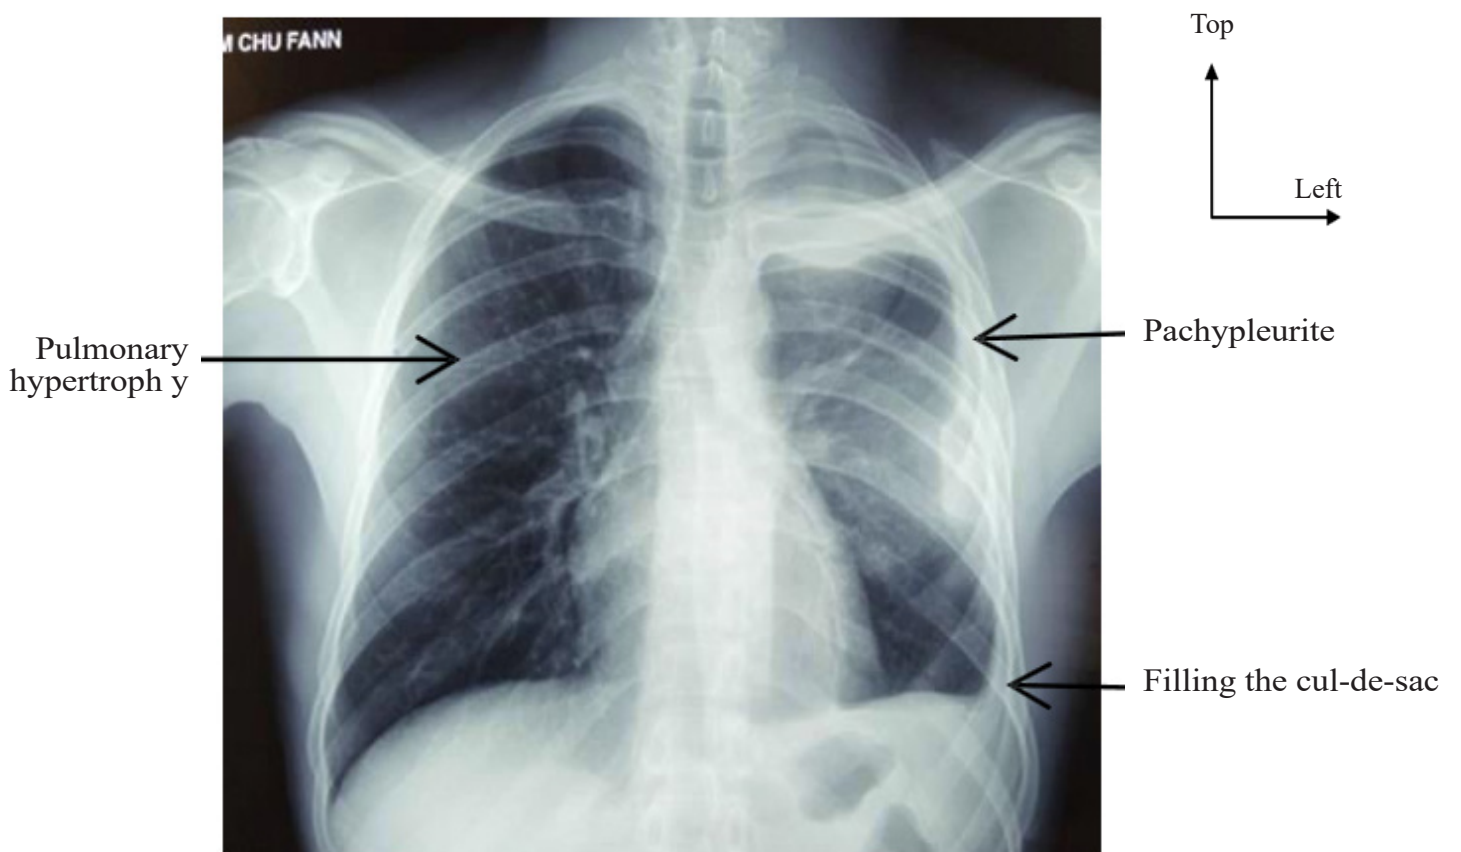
Frontal chest X-ray at M33 J15 post-op.
